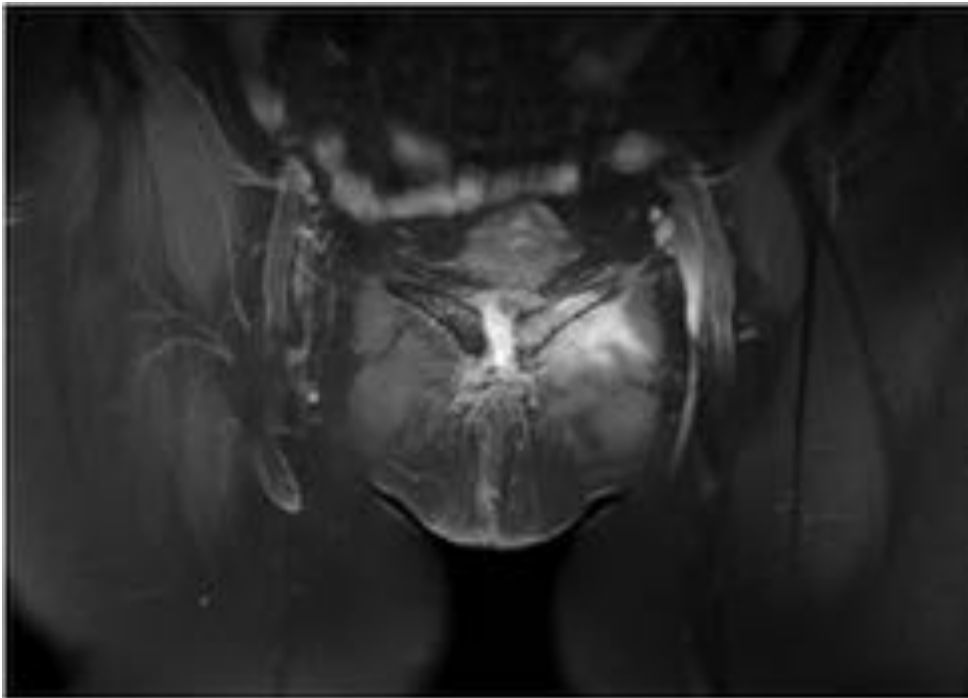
Mujer de 71 años diabética, con dolor inguinal izquierdo de meses de evolución y aparición reciente de bulto palpable a nivel del pubis. RM axial y coronal T1 con contraste y supresión grasa que muestra signos de artritis del pubis con ensanchamiento articular y cambios inflamatorios con realce bilateral que se extiende hacia musculatura aductora izquierda.
